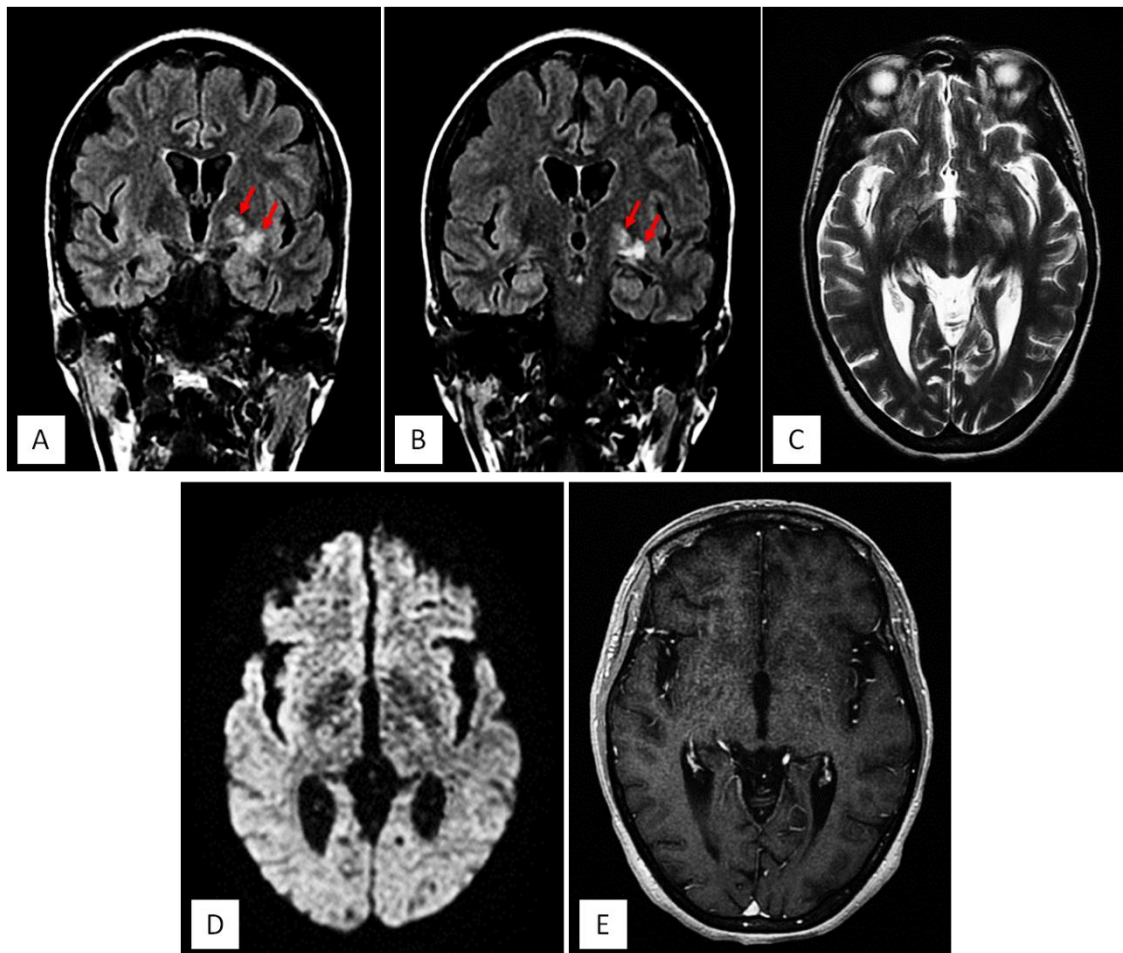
L'IRM cérébrale montre la présence d'un hypersignal T2 (coupe axiale : C) et FLAIR (coupe coronale : A, B) de la substance blanche profonde au niveau de l'espace perforé antérieur gauche (espaces de Virchow Robin : Flèches rouges), non restrictif en diffusion (coupe axiale : D) et non rehaussé après contraste (coupe axiale : E).
